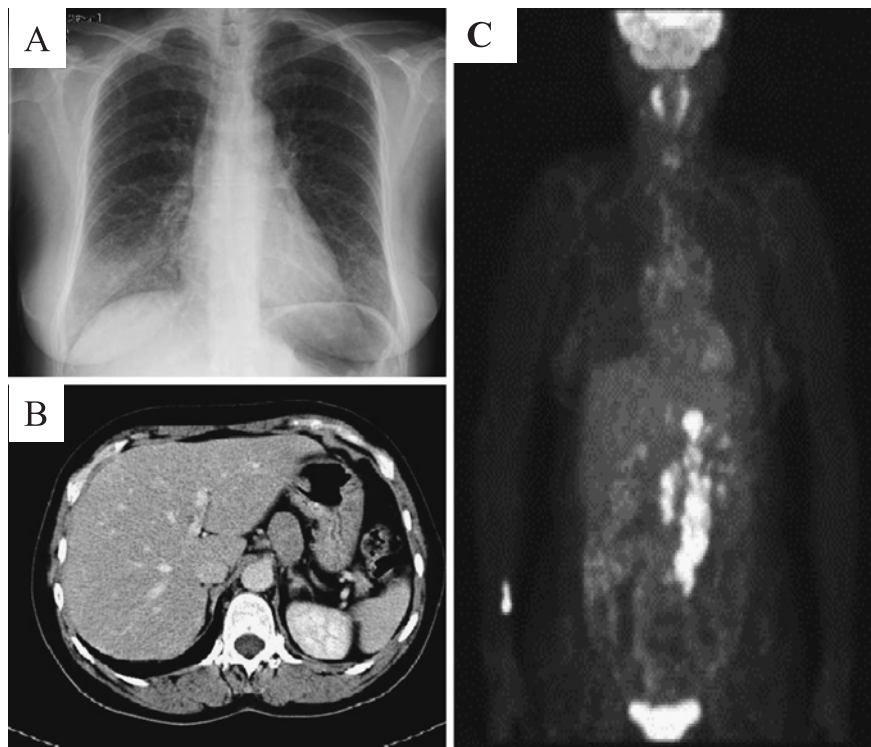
(A) Chest X-ray on admission shows a small granular shadow hazily in both lung fields. (B) Abdominal CT scans on admission shows lymph nodes enlargement. (C) FDG-PET scan on admission shows uptake of FDG in the abdominal lymph nodes but not in chest lymph nodes.
